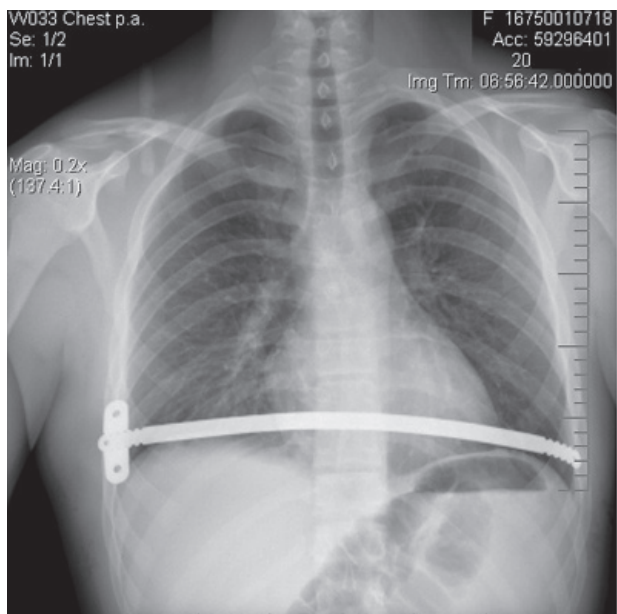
Ameliyat sonrası PA lateral akciğer grafisi: Transvers pozisyonda substernal pektus barı görülmektedir (Olgu 1).
